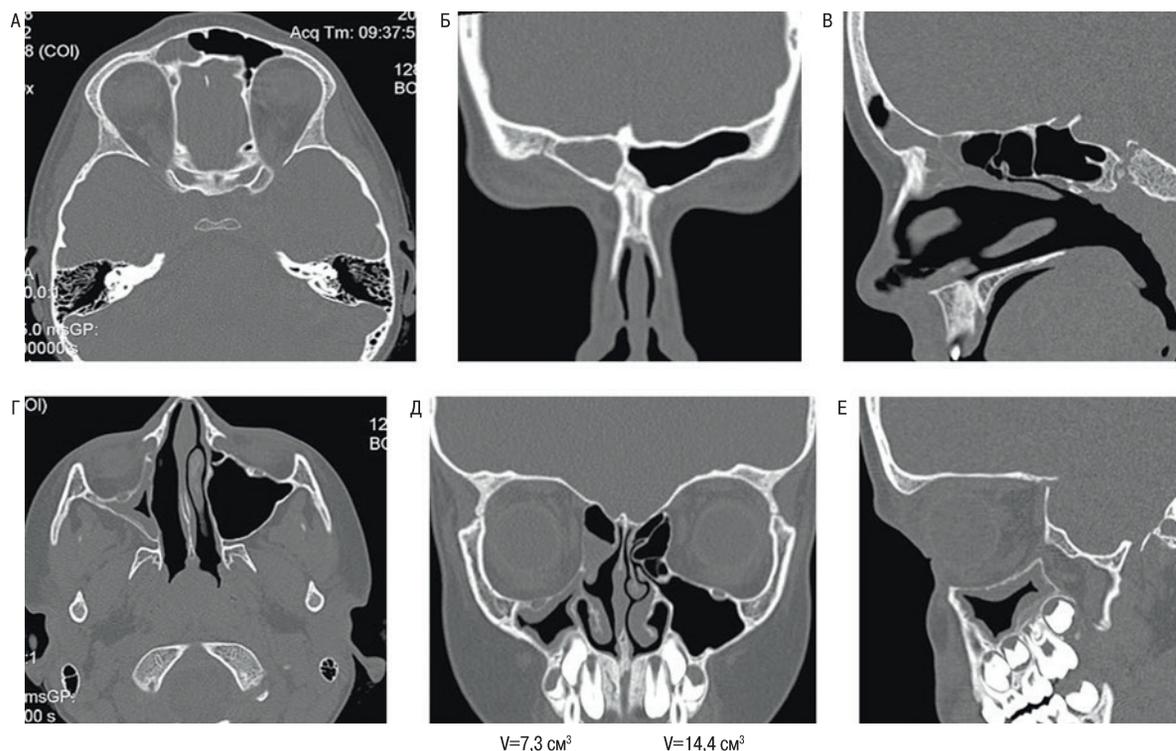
КТ-ОНП от 26.07.2022
